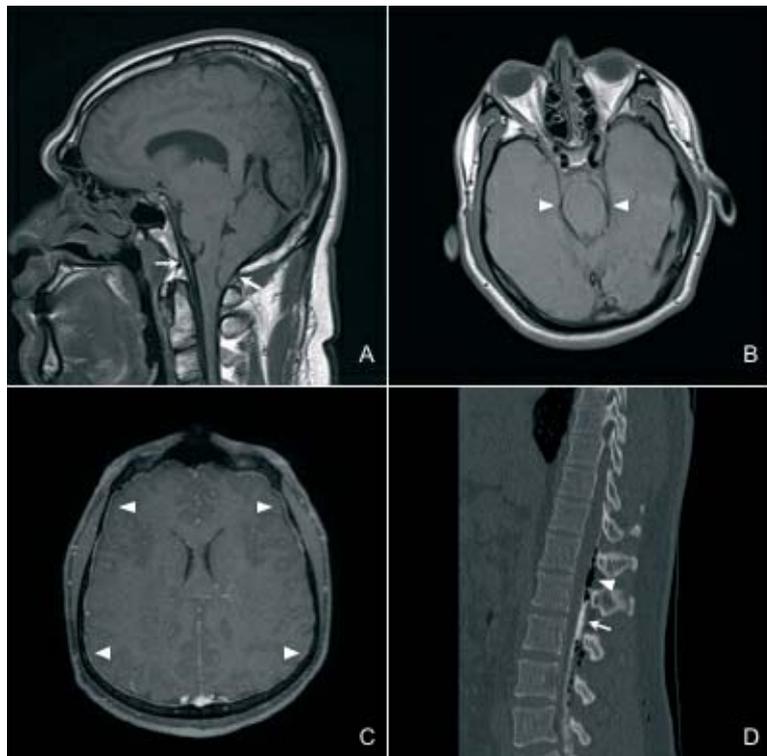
T1-weighted MRI showed BS (A, arrows); flattening of pons and basal cisterns effacement (B, arrowheads); diffuse pachymeningeal enhancement (C, arrowheads). Thoracolumbar CT scan post-EBP (epidural space identified with air “loss of resistance” technique) showed: air (D, arrowhead), blood mixed to loperamide into posterior epidural space (D, arrow).
